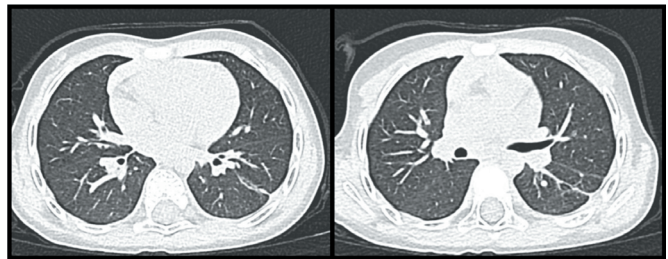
TC del torace a T1. Chest CT scan at T1
